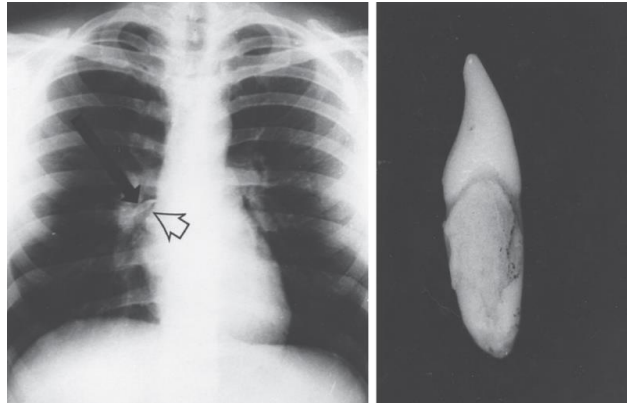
Radiografía postero-anterior de tórax donde se observa cuerpo extraño en el bronquio intermedio del lóbulo medio derecho después de una lesión facial.
